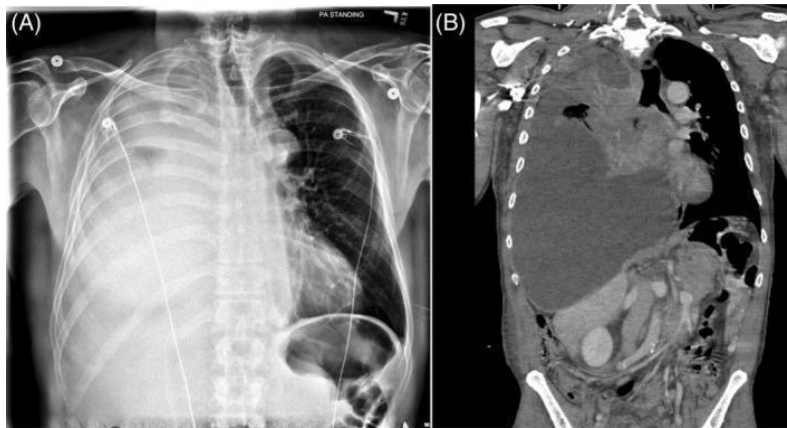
Chest X-ray and CT showing right hemithorax (Porter, Finley and Phillips, 2019).
